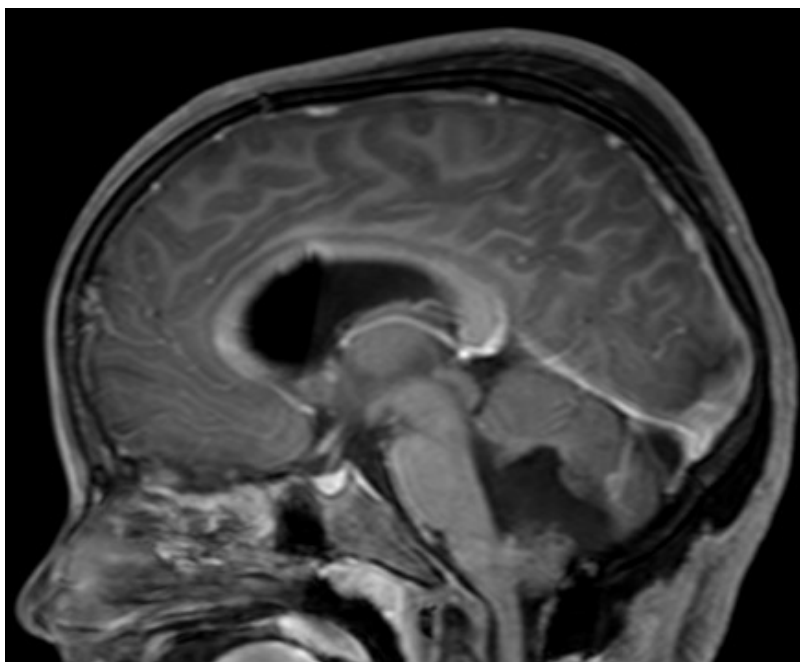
IRM postopératoire précoce montrant une exérèse macroscopiquement complète de la lésion.*
